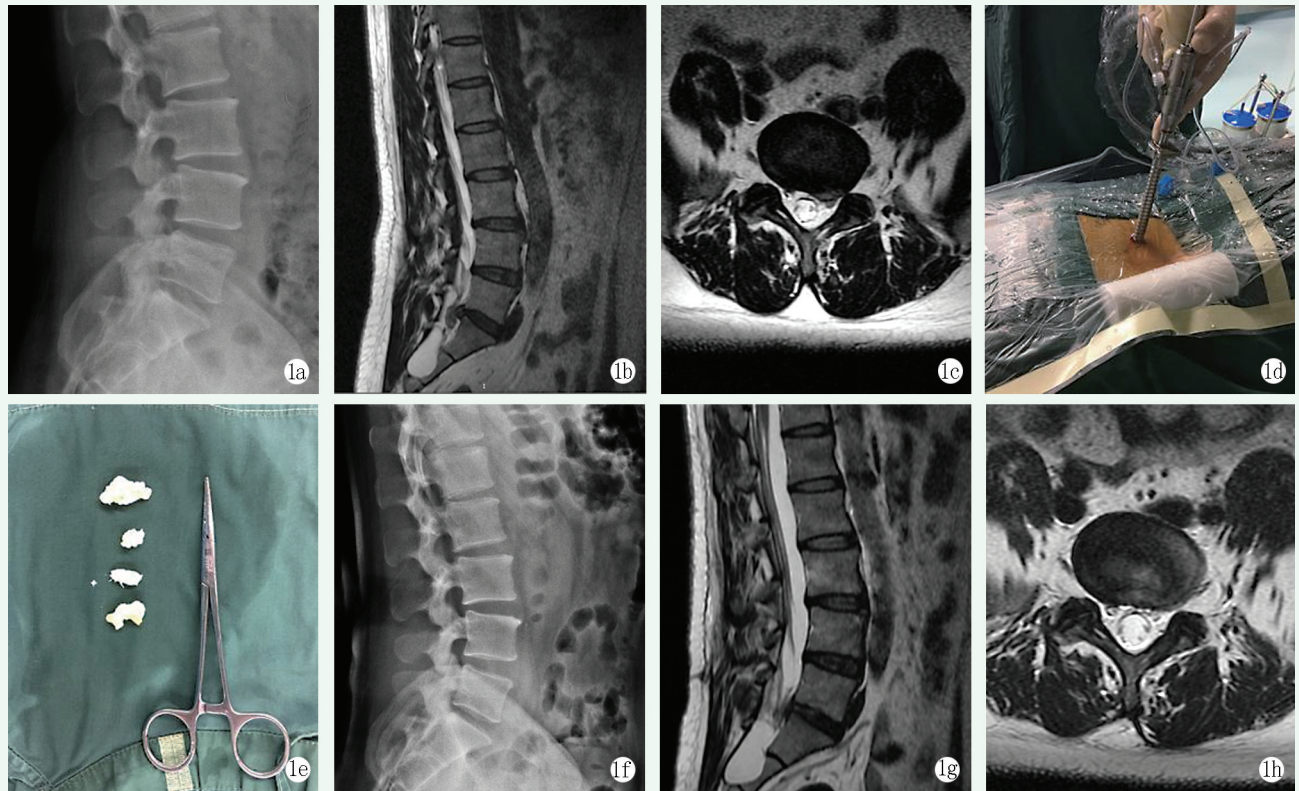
患者男性，42 岁。1a: 术前腰椎侧位 X 线片示 L₅S₁ 椎间盘高度下降；1b, 1c: 术前腰椎 MRI 示 L₅S₁ 髓核游离；1d: 术中 Endo-delta 内镜建立工作通道；1e: 术中取出的髓核组织；1f: 术后腰椎侧位 X 线片示 L₅S₁ 椎间盘高度较术前增加；1g, 1h: 术后 3 个月时复查腰椎 MRI 示椎管内无髓核组织残留。
